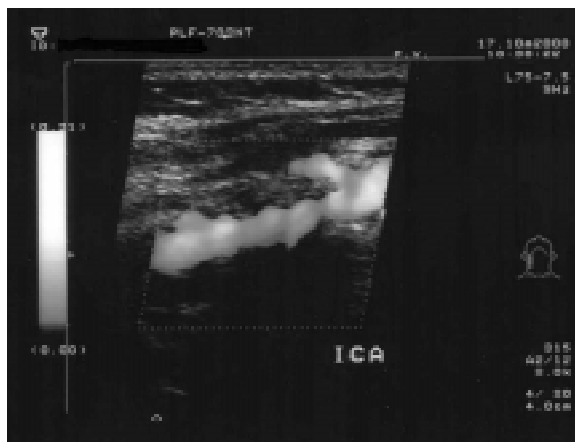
The view of internal carotid artery stenosis in duplex-doppler
